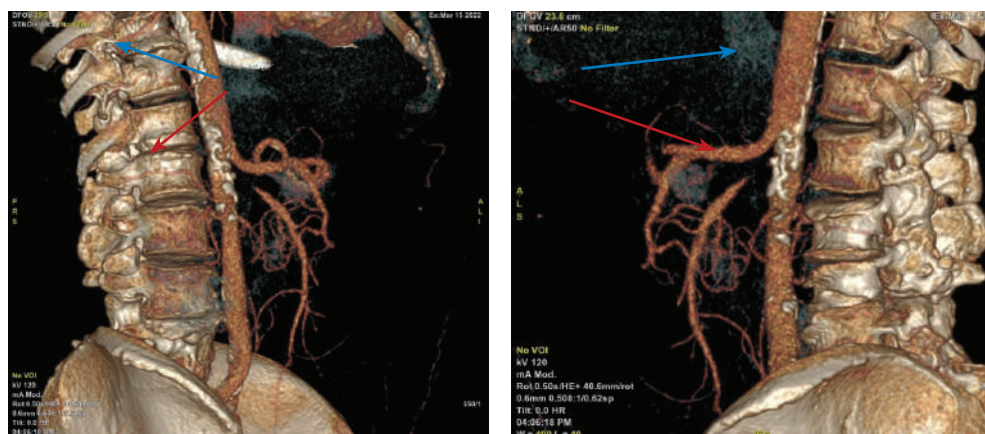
МСКТ-ангиография аорты. 3D-реконструкция. Стеноз супраренального отдела аорты (красная стрелка), кальцинированные бляшки, расположенные на задней поверхности аорты (синяя стрелка)
